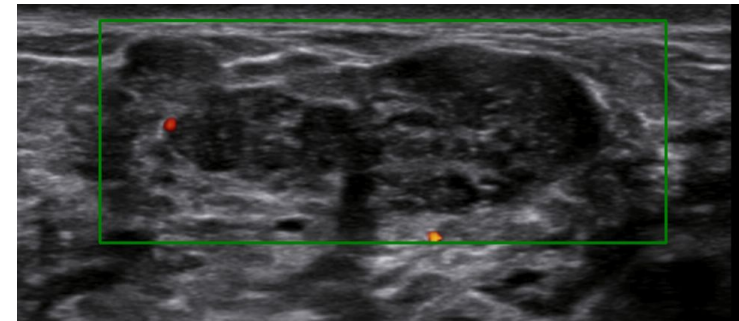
Nódulo heterogéneo, circunscrito, polilobulado, con discreto aumento de la vascularización en el estudio doppler color.
